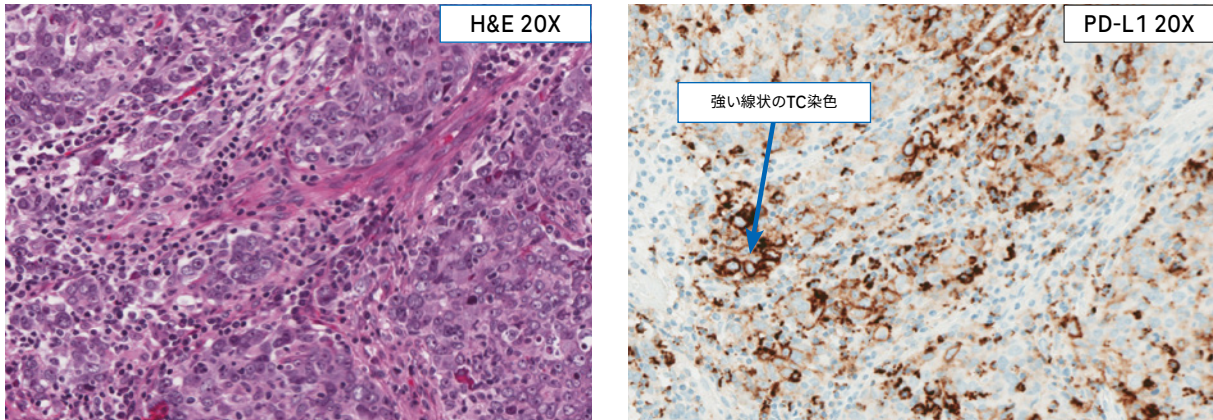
中程度～強度の部分的または全周性の細胞膜染色を示すTCが認められる。TCが強い線状の細胞膜染色を示し、腫瘍細胞内に明らかなICが認められない場合、間質におけるIC染色を評価し、腫瘍細胞内においても可能な限りIC染色を評価する。
